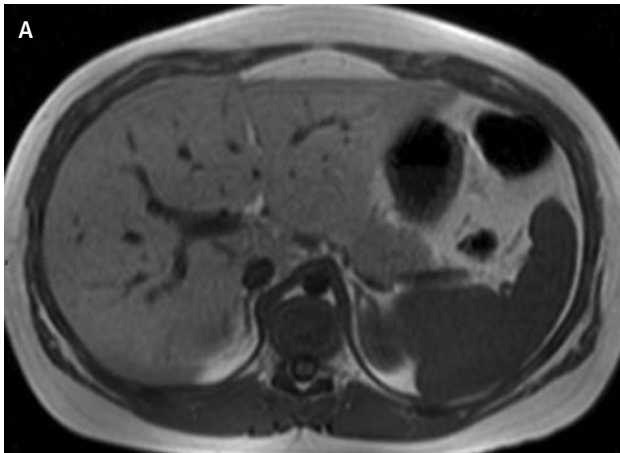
a-b. Cortes axiales de RM "en fase"(a) y "fuera de fase"(b). Se observa significativa caída de señal en secuencia "fuera de fase" secundario a estosis difusa (cancelación de la señal de agua y grasa).
